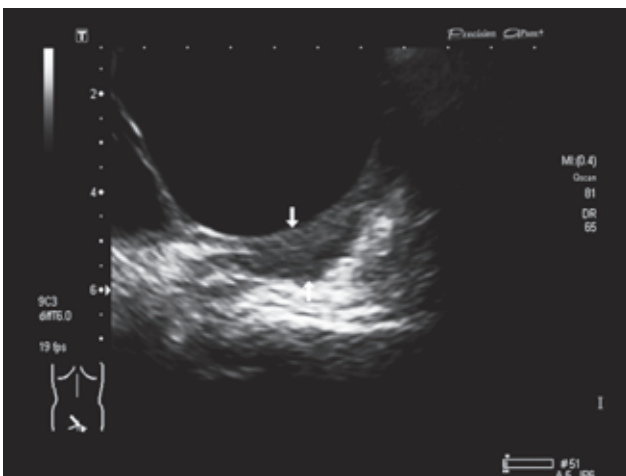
ТВУЗИ с контрастированием прямой кишки: опухолевый диссеминат в параректальной клетчатке
